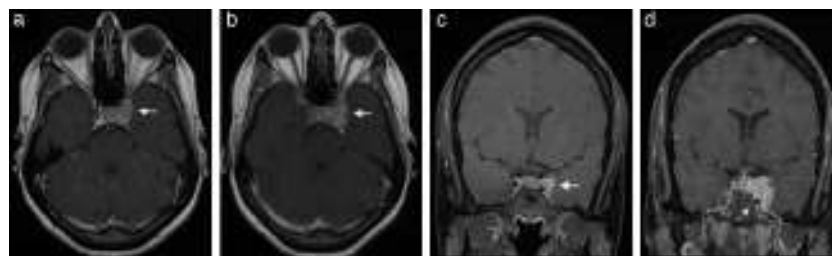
RM cerebral secuencias T1 axiales (a y b) y coronales (c y d) con medio de contraste inicial y de control. Se observa aumento en el tamaño de la lesión que compromete el seno cavernoso izquierdo, con marcado realce, la cual comprime y desplaza la corteza temporal medial adyacente (flechas), así como la arteria carótida interna izquierda intracavernosa (flecha discontinua).
